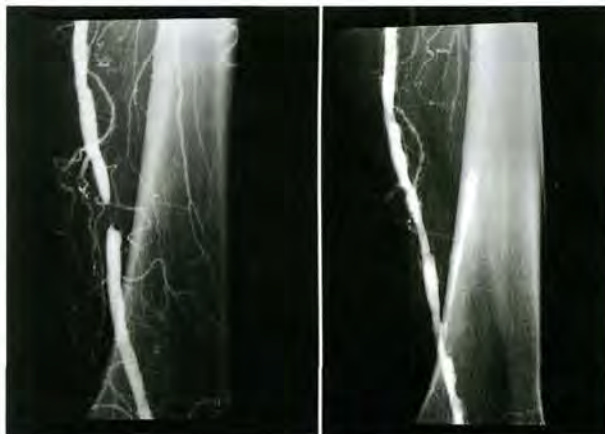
Рентгенограмма бедренной артерии до и после проведения баллонной ангиопластики. Выявляется сужение артерии, обусловленное атеросклерозом
